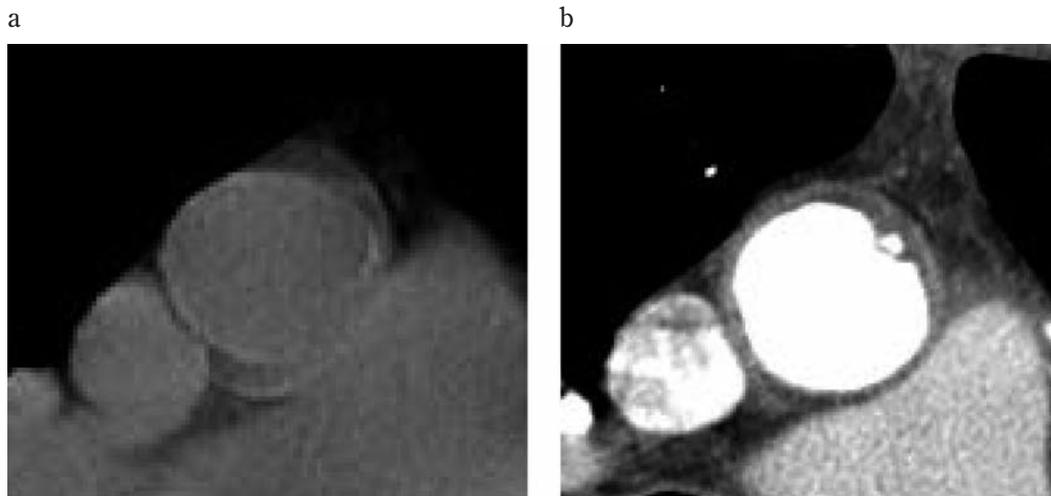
a: 術前単純CT. b: 術前造影CT. 単純CTでは石灰化の描出には適しているが, 粥腫の描出には造影CTが必要である.
